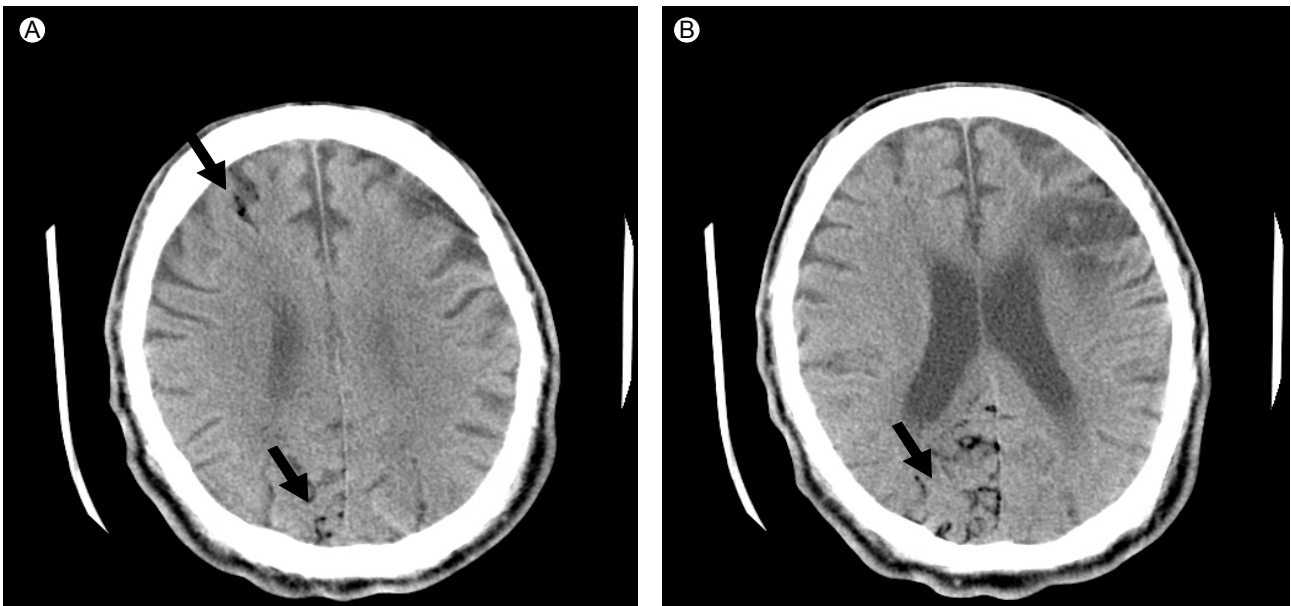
Axial CT scan of the head shows venous air emboli in the right occipital, parietal, and frontal cortical sulci (arrow).
